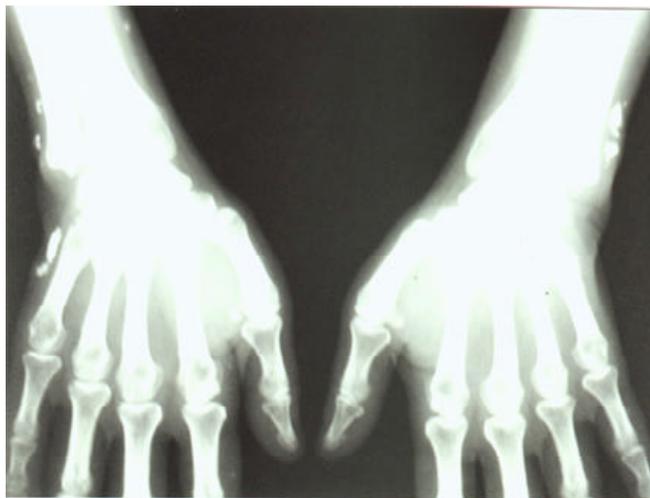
Radiografia dos antebraços: presença de depósitos de cálcio em tecido mole.
